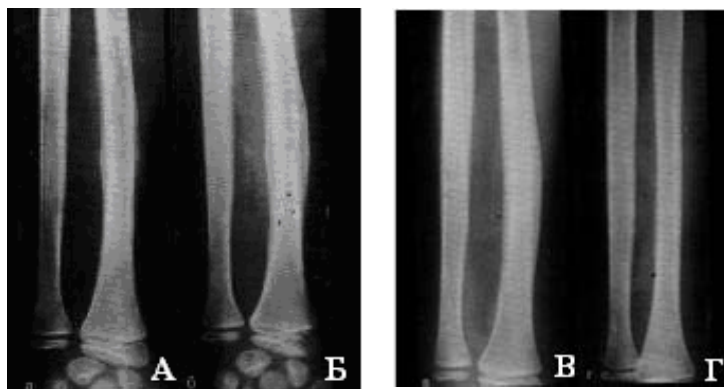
Динамика раневого остеомиелита (ранение иглой) у ребёнка 9 лет под влиянием введения антибиотиков в поражённую кость (одна инъекция в день в течение 4 дней). При первом обследовании – припухлость и покраснение кожи в нижней трети предплечья, пальпация резко болезненна, температура тела $37,8^{\circ}\text{C}$. а – рентгенограмма через 10 дней после ранения и через 3 дня от начала лечения: лучевая кость на границе средней и нижней трети несколько утолщена, плотность её увеличена за счёт периостальных наслоений; б – через 1 месяц после первой рентгенограммы: клинически – полное затихание процесса, болей нет, температура тела нормальная, анализ крови без патологии, кость стала значительно толще за счёт периостальных наслоений; в – ещё через 1 месяц: клинически – полное выздоровление, пальпация и все нагрузки безболезненны, кость остаётся утолщенной за счёт периостальных наслоений, которые уменьшились в объёме, стали ровными, чёткими; г – ещё через 4 месяца – полная нормализация формы и структуры кости.
